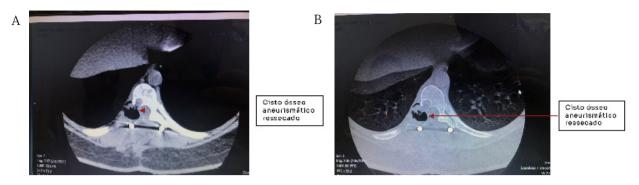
Tomografia Computadorizada da Coluna Dorsal revela ressecção da Lesão e Tumor. A) Ressecção importante da lesão e partes moles em T9 a direita. B) janela óssea com ressecção satisfatória do tumor a direita em D9.
